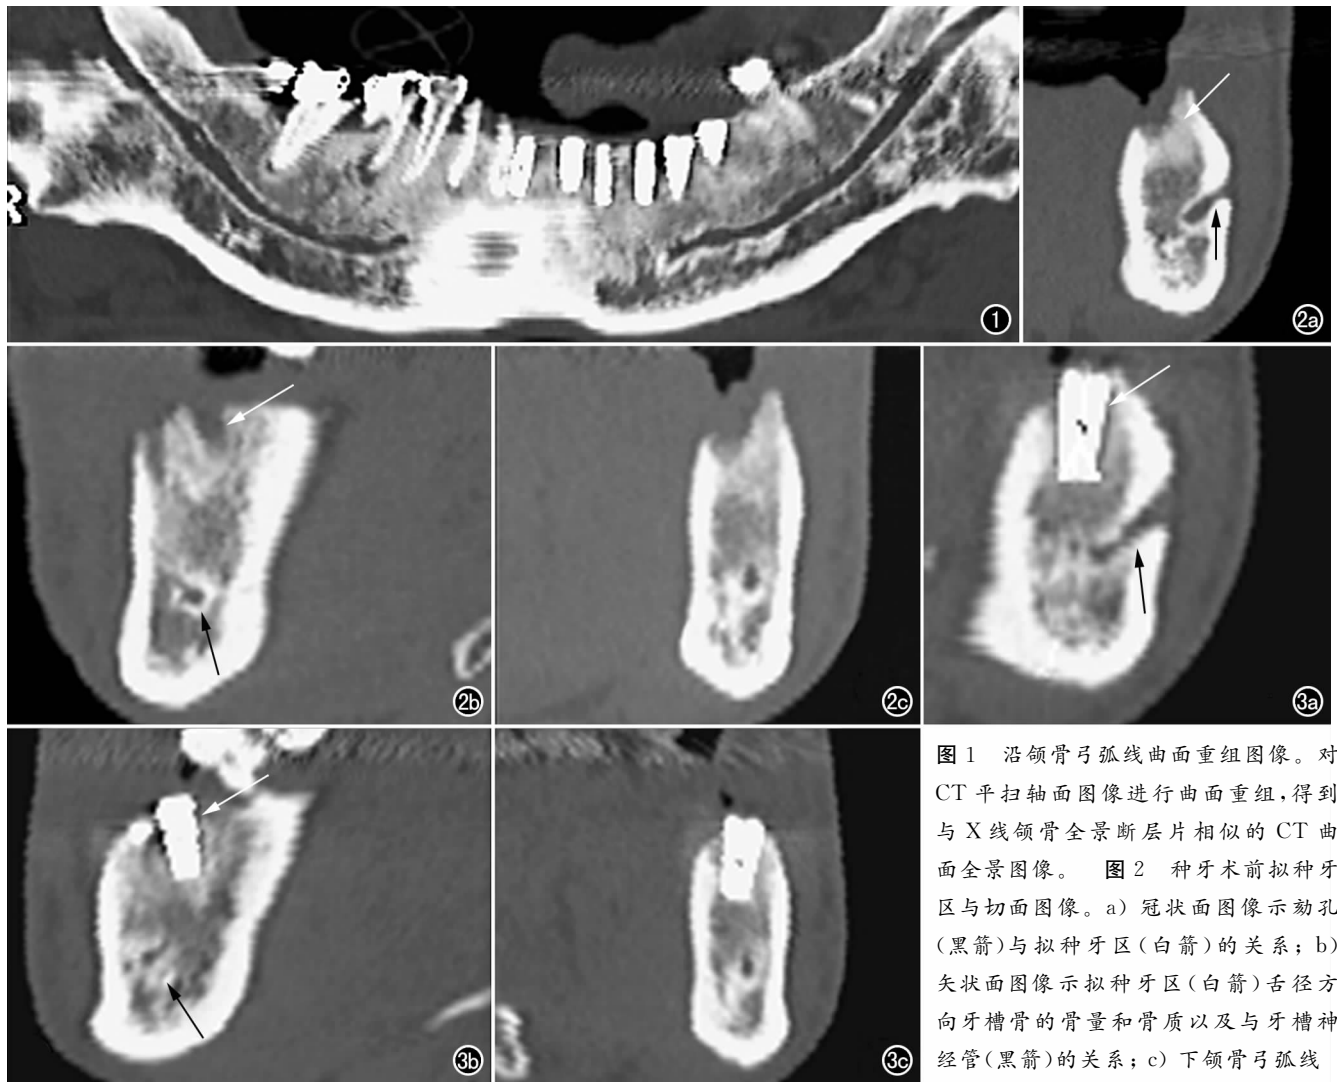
沿颌骨弓弧线曲面重组图像。对 CT 平扫轴面图像进行曲面重组,得到与 X 线颌骨全景断层片相似的 CT 曲面全景图像。图 2 种牙术前拟种牙区与切面图像。a) 冠状面图像示劲孔(黑箭)与拟种牙区(白箭)的关系; b) 矢状面图像示拟种牙区(白箭)舌径方向牙槽骨的骨量和骨质以及与牙槽神经管(黑箭)的关系; c) 下颌骨弓弧线
